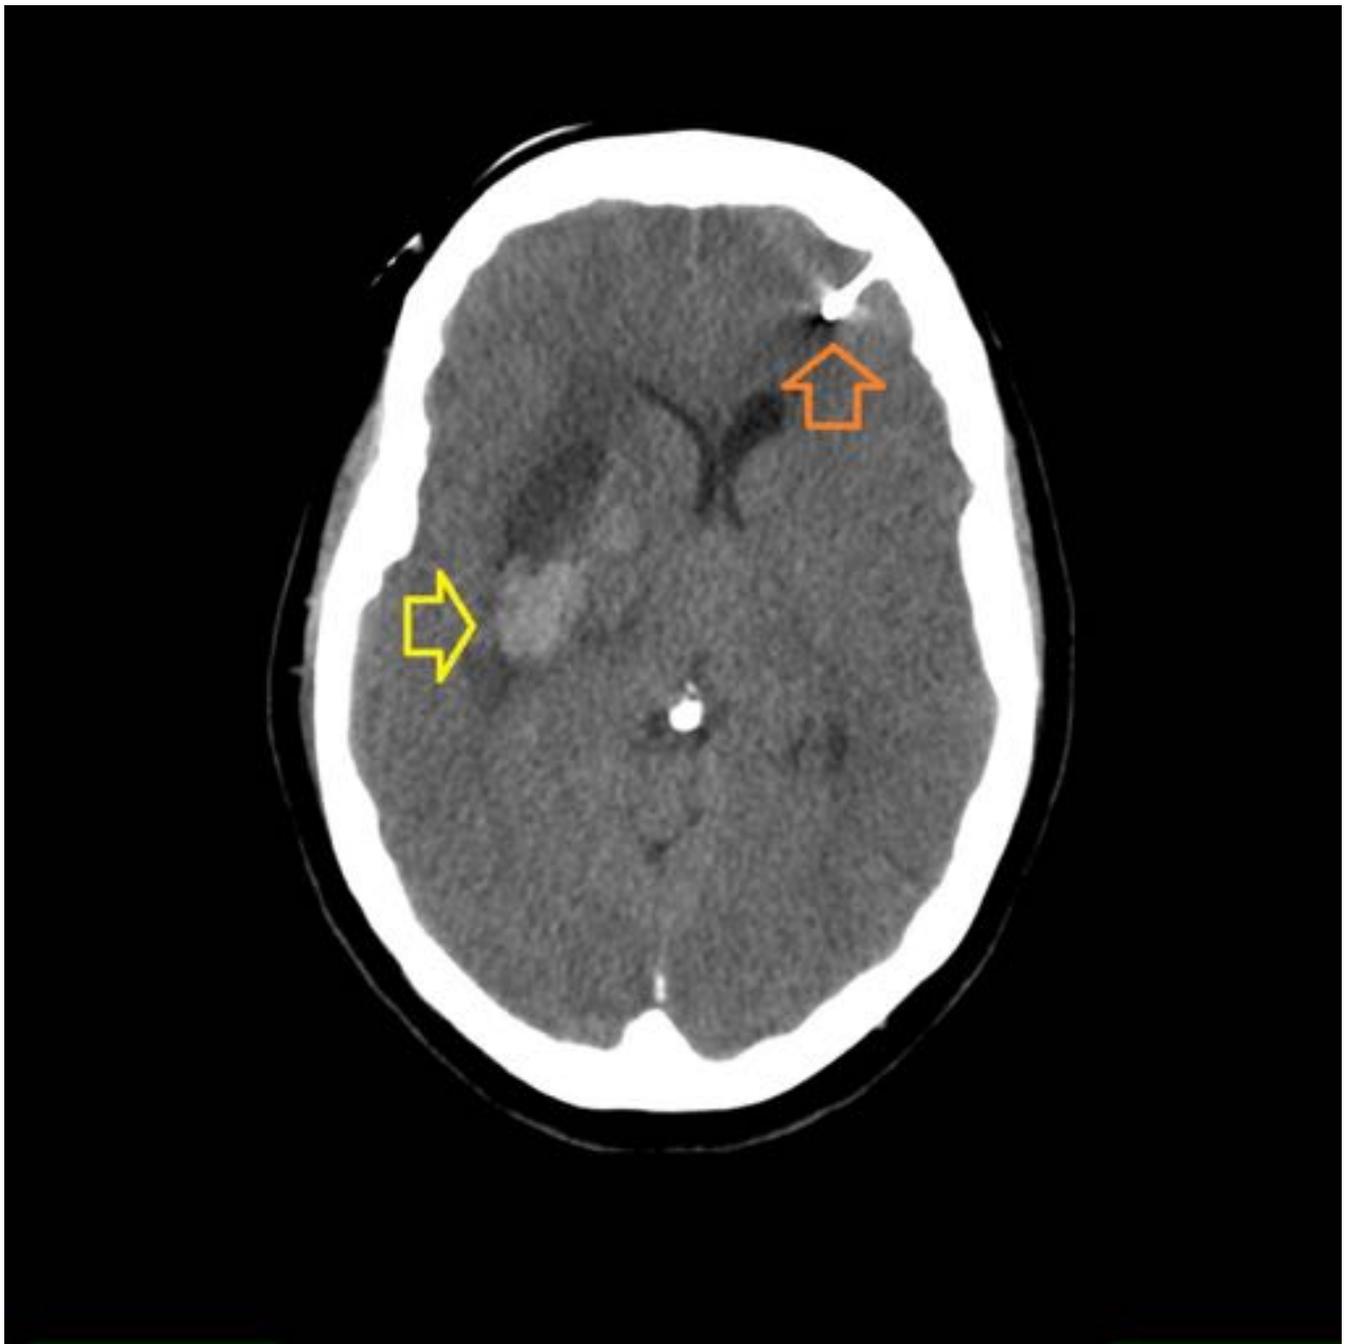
Paciente con hemorragia intracraneal en el contexto de crisis hipertensiva . TC Craneal sin CIV . Hematoma en ganglios basales derechos (flecha amarilla) con efecto masa y desviación de la línea media. El catéter de presión intracraneal se evidencia bien posicionado en la SB del lóbulo frontal izquierdo (flecha naranja).
